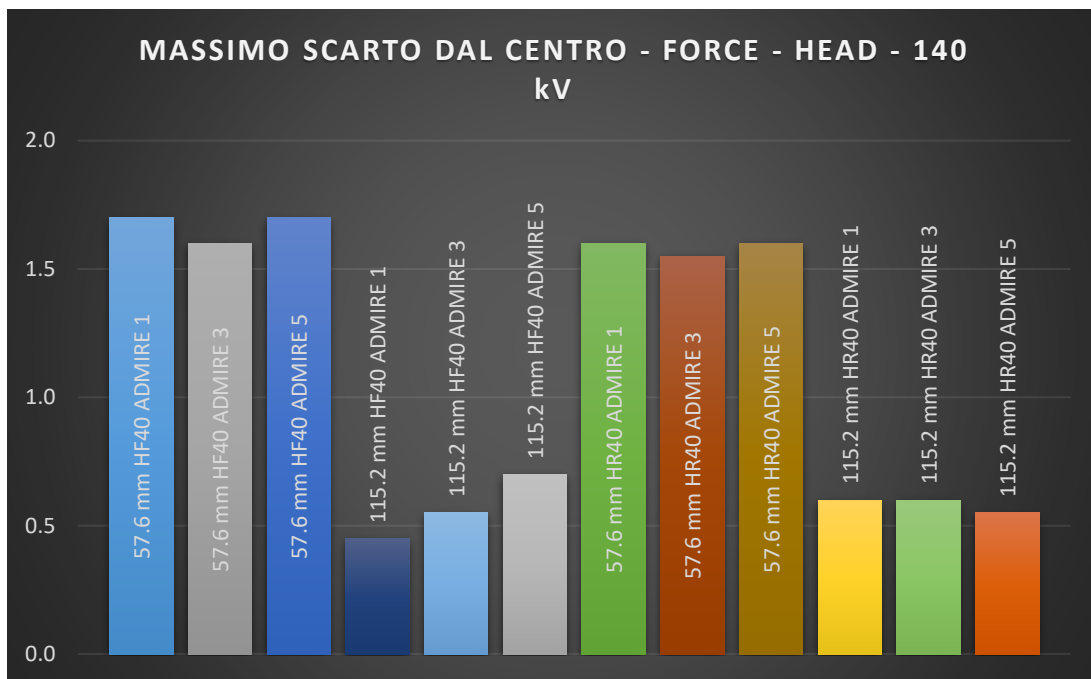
MASSIMO SCARTO AL VARIARE DI ADMIRE IN CT FORCE, PER ENERGIA DI 140 kV, ACQUISIZIONE HEAD
